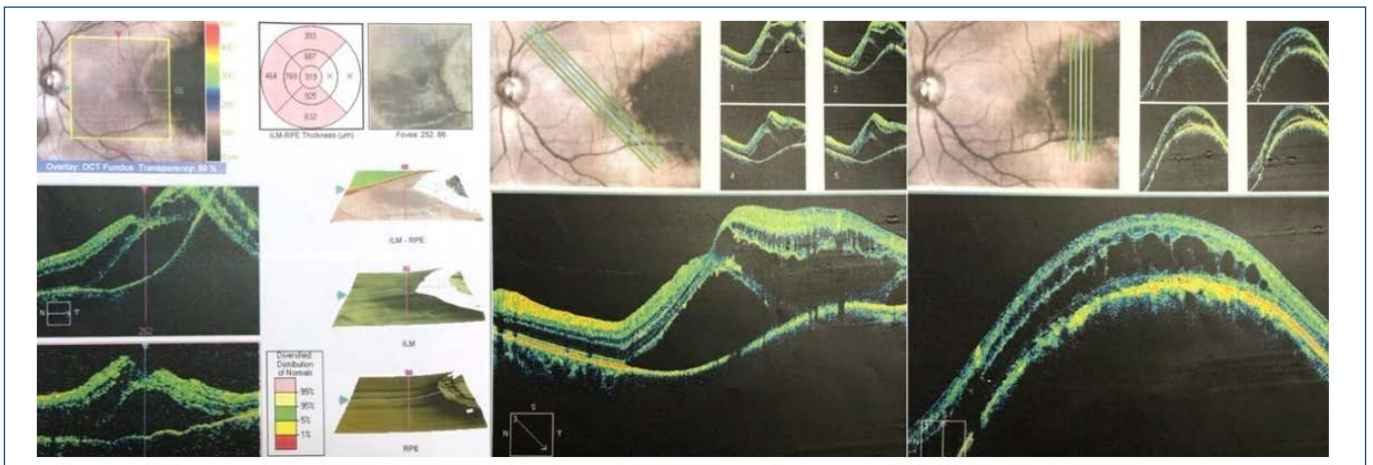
Tomografia de coerência óptica macular de olho esquerdo com espessamento macular, depressão foveal atenuada, cistos intraretinianos, lesão sub-retiniana na topografia de coroide, sobrelevada, formato globoso, cupuliforme com fluido sub-retiniano sobrejacente à lesão.
